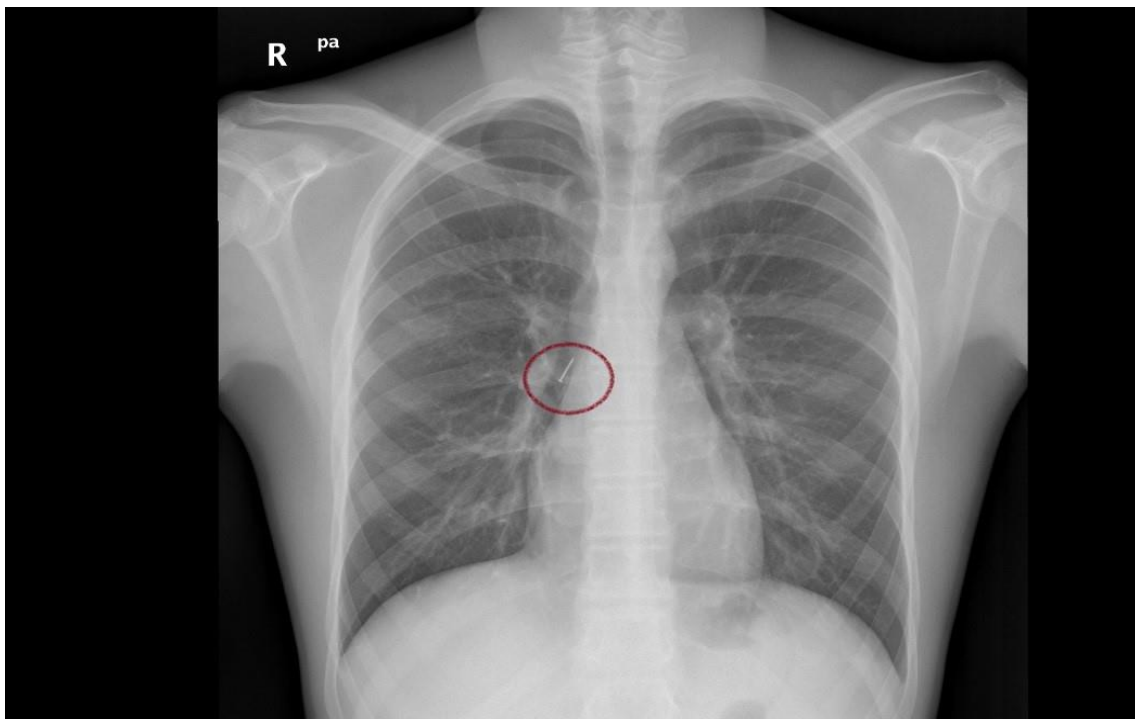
Radiografía primordial para el hallazgo de objetos localizados en vía aérea
